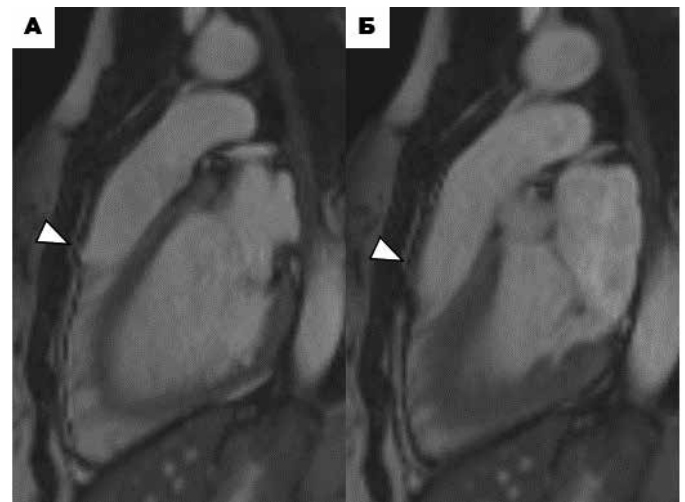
МРТ сердца пациента № 715. Кино-изображения сердца в проекции ВТПЖ в конечно-диастолическую фазу (А) и конечно-систолическую фазу (Б). Микроаневризма ВТПЖ (белые головки стрелок), синхронно сокращающаяся с миокардом ПЖ в систолу (врожденный анатомический вариант).
